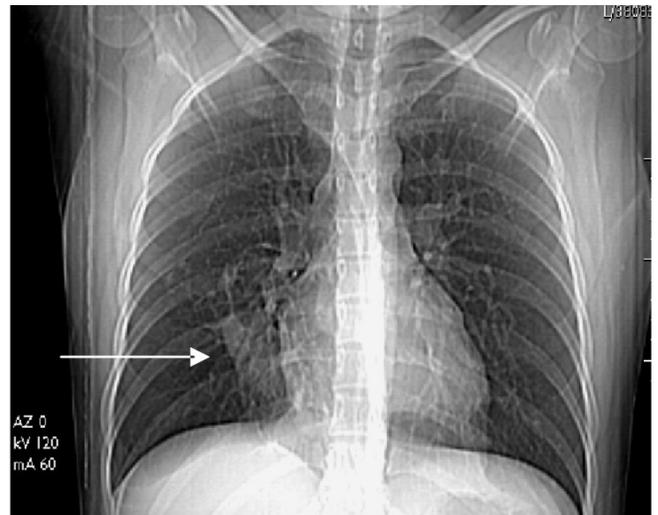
Radiografía digital de tórax en PA. Obsérvese la radiopacidad en la base del pulmón derecho, adyacente al perfil derecho del corazón (flecha).
